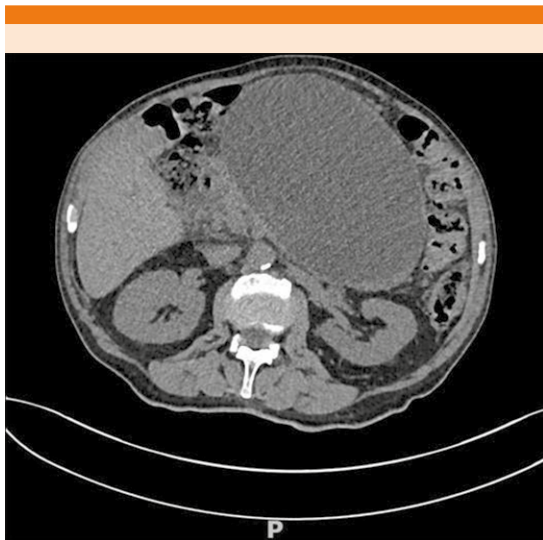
Tomografía abdominal simple con pseudoquiste pancreático (168 x 120 x 139 cm, volumen de 1465 cc).
